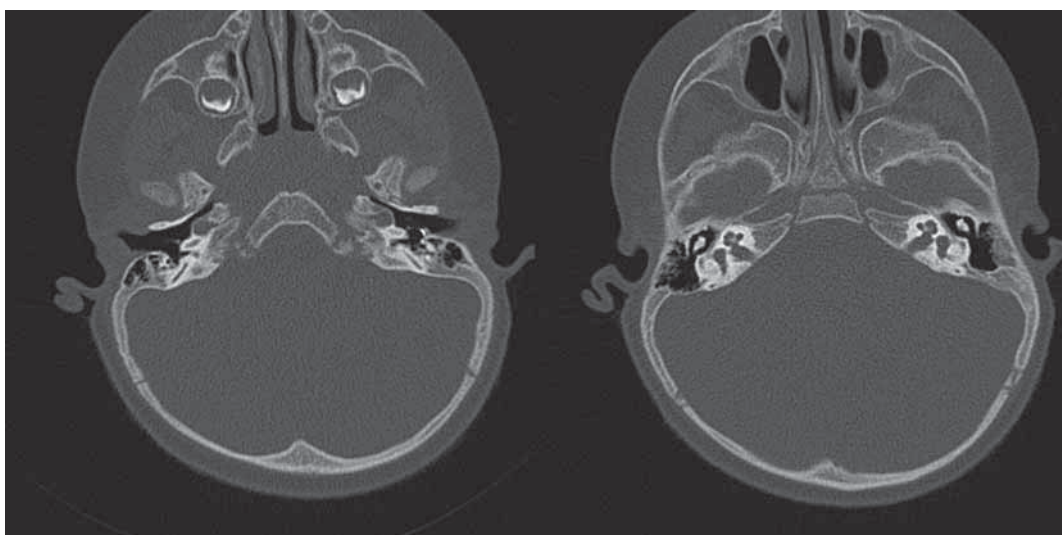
КТ височных костей ребенка 10 месяцев с рецидивирующим средним отитом через 6 месяцев после тимпаностомии. Мы видим установленный шунт в барабанной перепонке слева и полное восстановление пневматизации антрума и барабанной полости слева.
